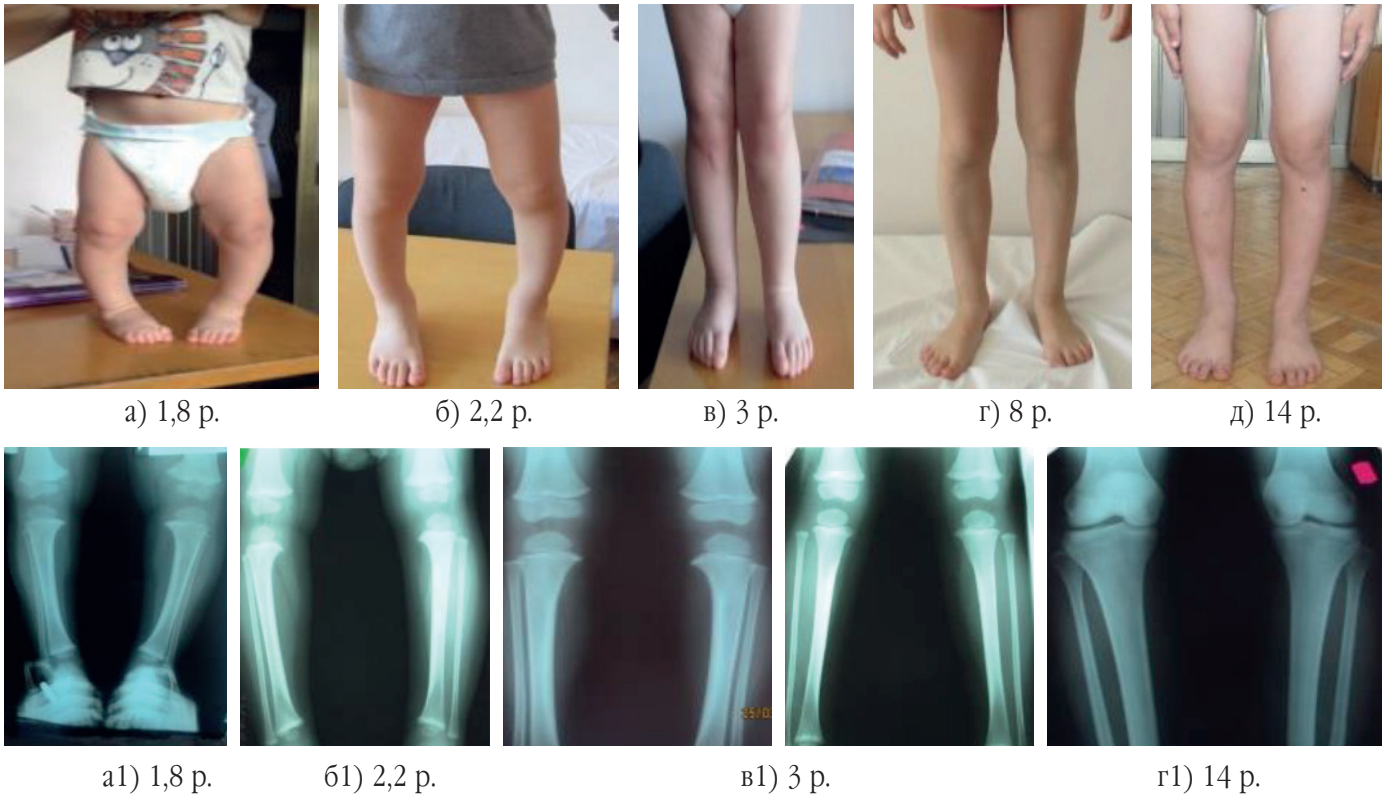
Фото. Пацієнт П., 14 р. Діагноз: хвороба Блаунта, 3-й ступінь, Langenskiöld, 2-га стадія деформації – варусна деформація нижніх кінцівок. Рентгенографія після оперативного лікування: а-д) вирівнювання осі кінцівок після напівциркулярного розсічення окістя; а1-г1) рентгенологічна динаміка вирівнювання осі кінцівок після напівциркулярного розсічення окістя
